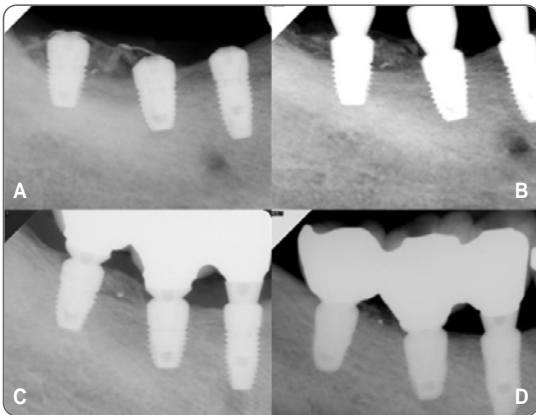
Periapical radiographs following the treatment procedures.
